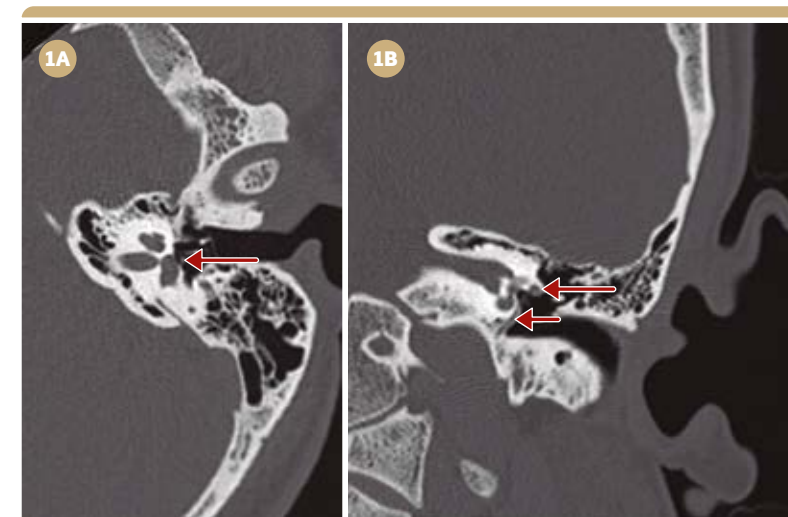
Paciente com zumbido pulsátil à esquerda, com artéria estapediana persistente. Em 1A, imagem de TC axial filtro ósseo demonstra esta estrutura vascular junto ao estribo esquerdo (seta). Em 1B, em imagem de TC filtro ósseo com reconstrução coronal, observa-se a estrutura com curso a partir da carótida interna, com extensão pelo promontório coclear (seta pequena) e estribo até o segmento timpânico do nervo facial, que está alargado (seta grande).
